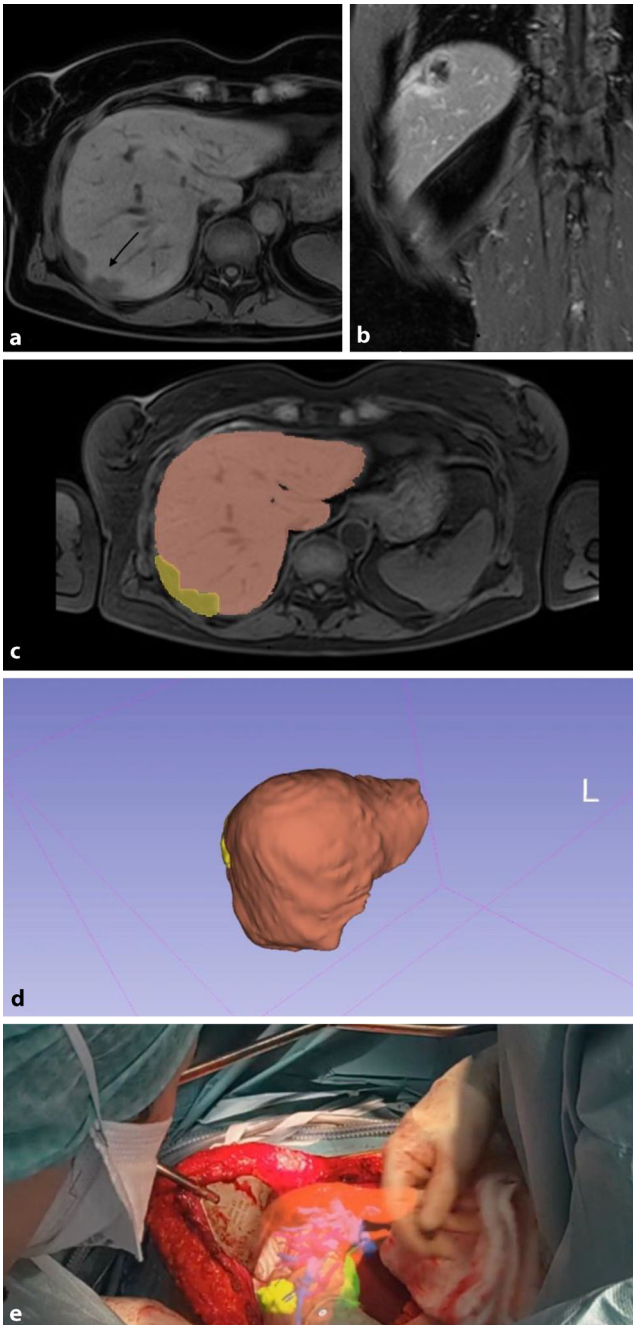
◀ Intraoperative Anwendung von dreidimensionaler (3D-)Rekonstruktion und Mixed Reality. a, b Die Magnetresonanztomographie zeigt eine resektable kolorektale Lebermetastase im rechten Leberlappen mit Kontakt zum Zwerchfell. c, d Die präoperative Vorbereitung der 3D-Rekonstruktionen durch die Software „3D-Slicer“. e Die intraoperative Überlagerung der 3D-Rekonstruktion über die reale Leber und damit die „virtuelle Visualisierung“ der Tumurlage und seinen Kontakten mit den anderen naheliegenden Strukturen
